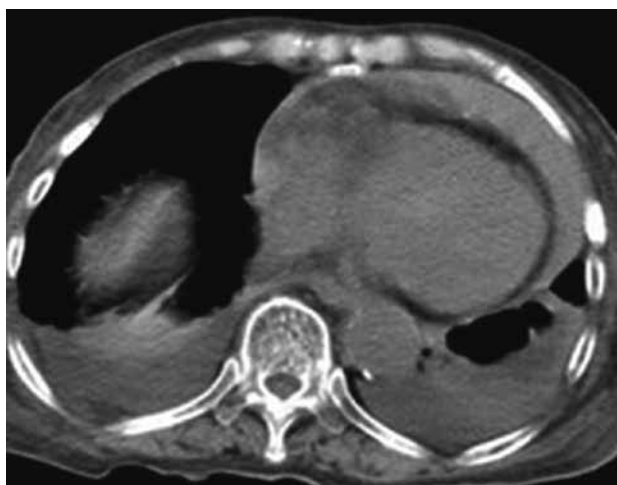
入院時単純胸部CT。高濃度の心嚢液貯留が認められる。
